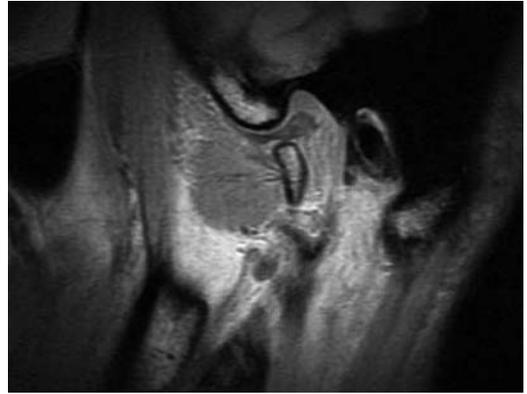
術前の左側顎関節 MRI 所見（プロトン密度強調画像、閉口時）
